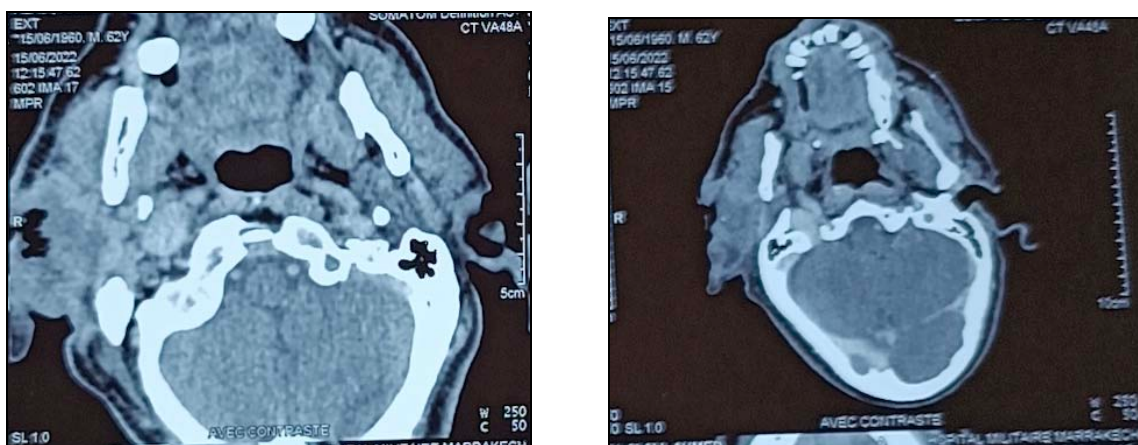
TDM cervico-faciale : Tumeur parotidienne hétérogène droite, siège de zones de nécroses et localement infiltrante.
